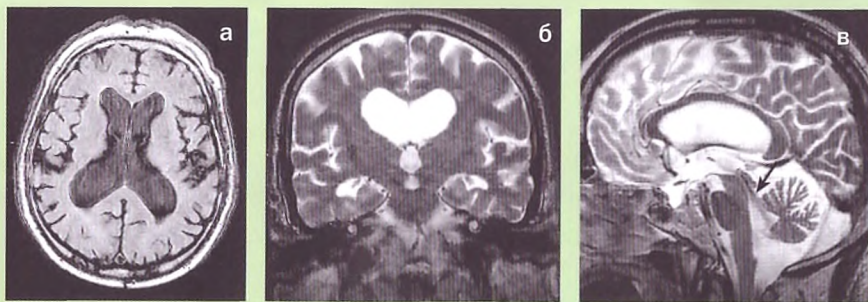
Нормотензивная (сообщающаяся) гидроцефалия. МРТ, T2-взвешенное изображение с режимом FLAIR (режим подавления сигнала от свободной воды) в горизонтальной плоскости (а), T2-взвешенные изображения в импульсной последовательности «спин-эхо» во фронтальной (б) и сагиттальной плоскостях (в). Желудочки увеличены непропорционально по сравнению с субарахноидальным пространством. Сагиттальный срез (в) выявляет низкую интенсивность сигнала в области водопровода и в веществе мозга в окружности III и IV желудочков (стрелка) из-за ускорения циркуляции ликвора (феномен «flow void» — зоны пустого MR-сигнала). Современные исследования показали, что при нормотензивной гидроцефалии пульсация эхосигналов от ликвора, как правило, выше, чем в норме. Нечеткость изображения связана с тем, что больной во время исследования двигался. Больные с нормотензивной гидроцефалией и другими заболеваниями, сопровождающимися деменцией, вопреки просьбам персонала, не могут спокойно лежать во время исследования.
